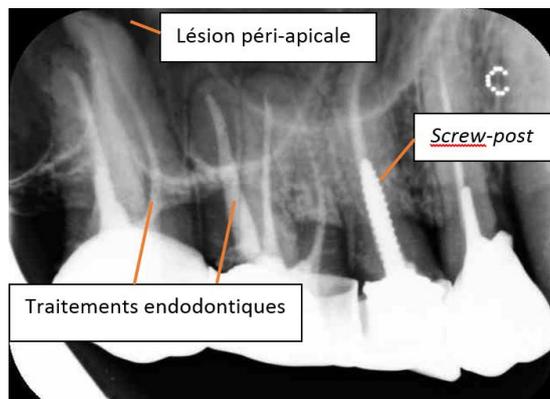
Exemple de particularités anatomiques visualisées en radiographie
